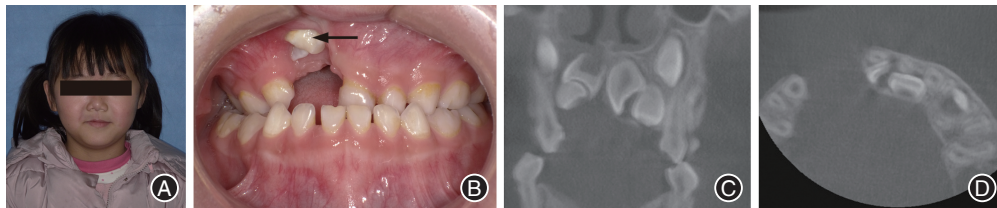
进行性半侧面颜面萎缩患儿2017年复诊面相、口内相及影像学检查 A:面相照 B:口内相(箭头所指为暴露的11、12牙部分牙冠);C:锥形束CT(CBCT)冠状位截面;D:CBCT水平位截面。
